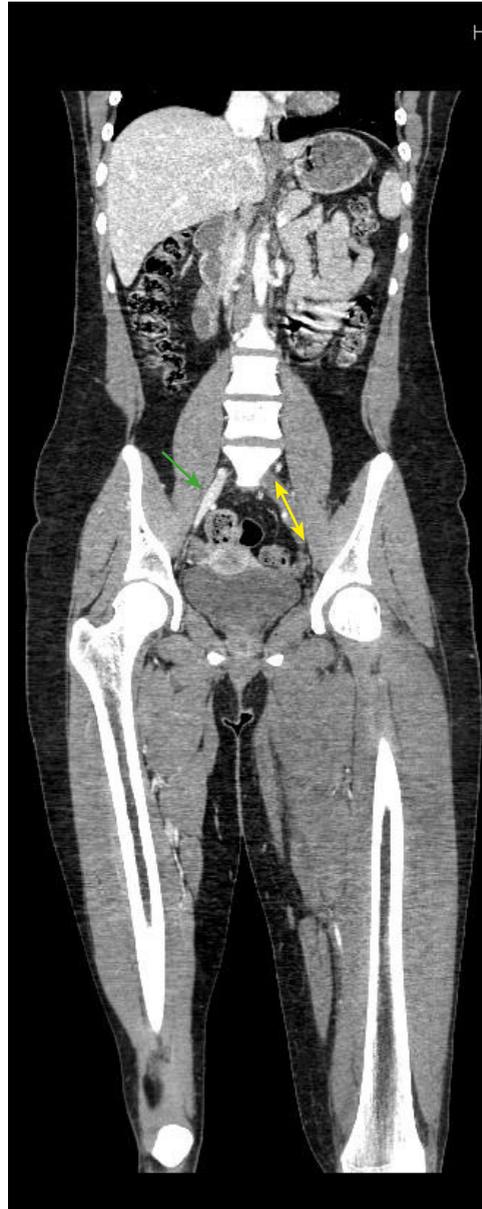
Angio-TAC de aorta abdominal. Flecha azul: Trombosis en la vena iliaca común izquierda, con aumento de calibre de ésta respecto a la contralateral (flecha verde).
